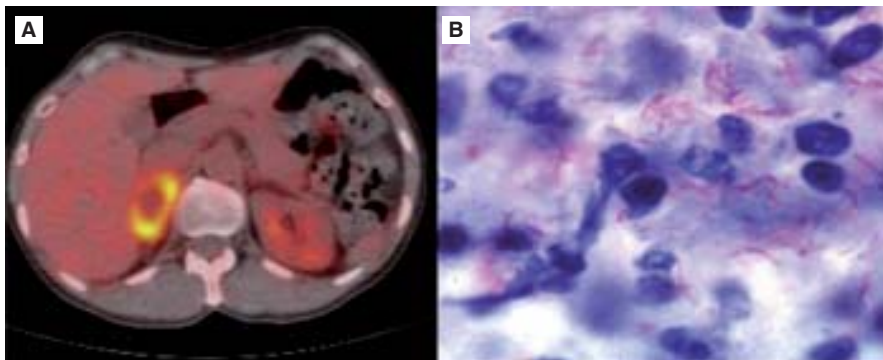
A. PET/CT que muestra la lesión hipermetabólica a nivel de la glándula suprarrenal derecha. B. Producto de resección de glándula suprarrenal derecha con diagnóstico histopatológico de tuberculosis.
